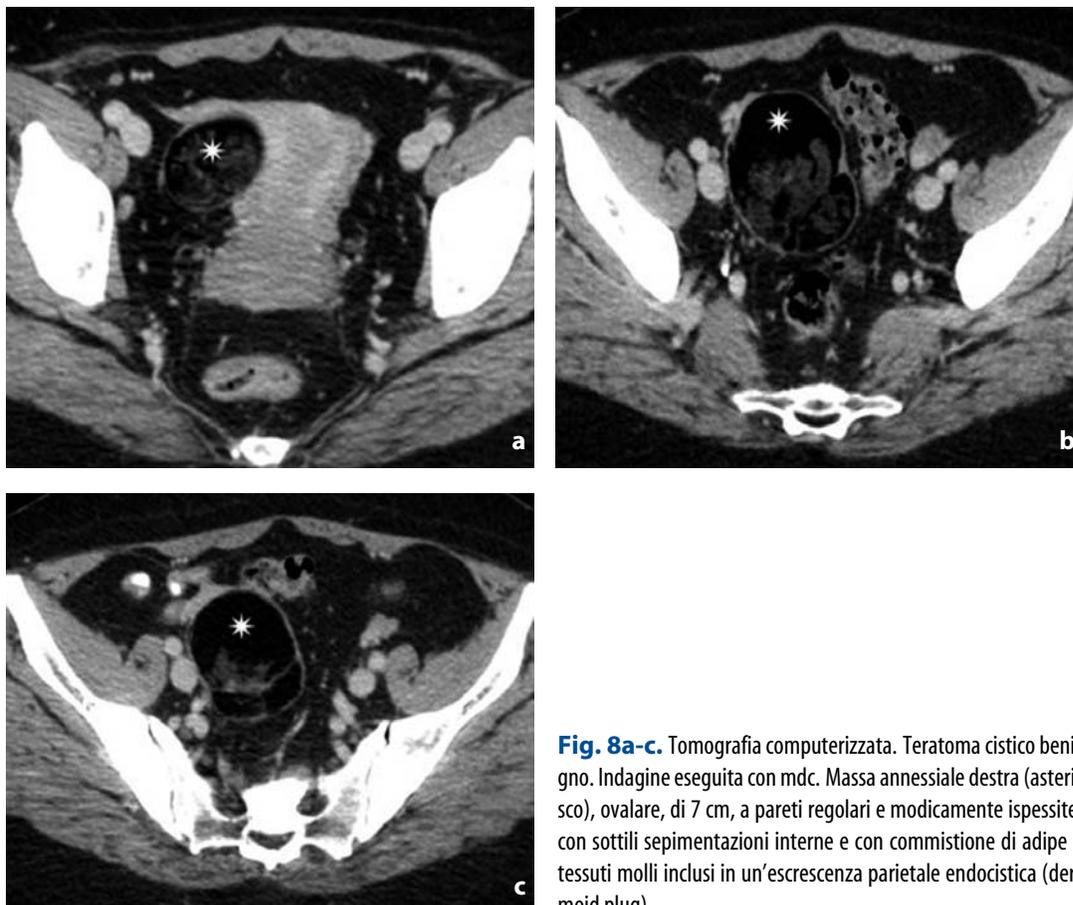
Tomografia computerizzata. Teratoma cistico benigno. Indagine eseguita con mdc. Massa annessiale destra (asterisco), ovalare, di 7 cm, a pareti regolari e modicamente ispessite, con sottili sepiamentazioni interne e con commistione di adipe e tessuti molli inclusi in un'escrescenza parietale endocistica (dermoid plug)
